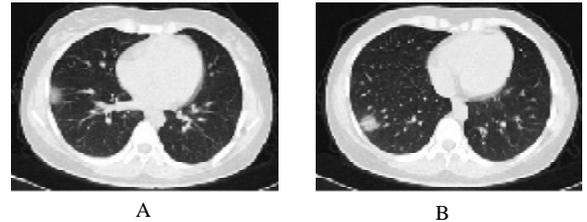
患者女,31岁,发热3d,初诊胸部CT影像示右肺下叶胸膜下多发斑片状及团片状GGO
